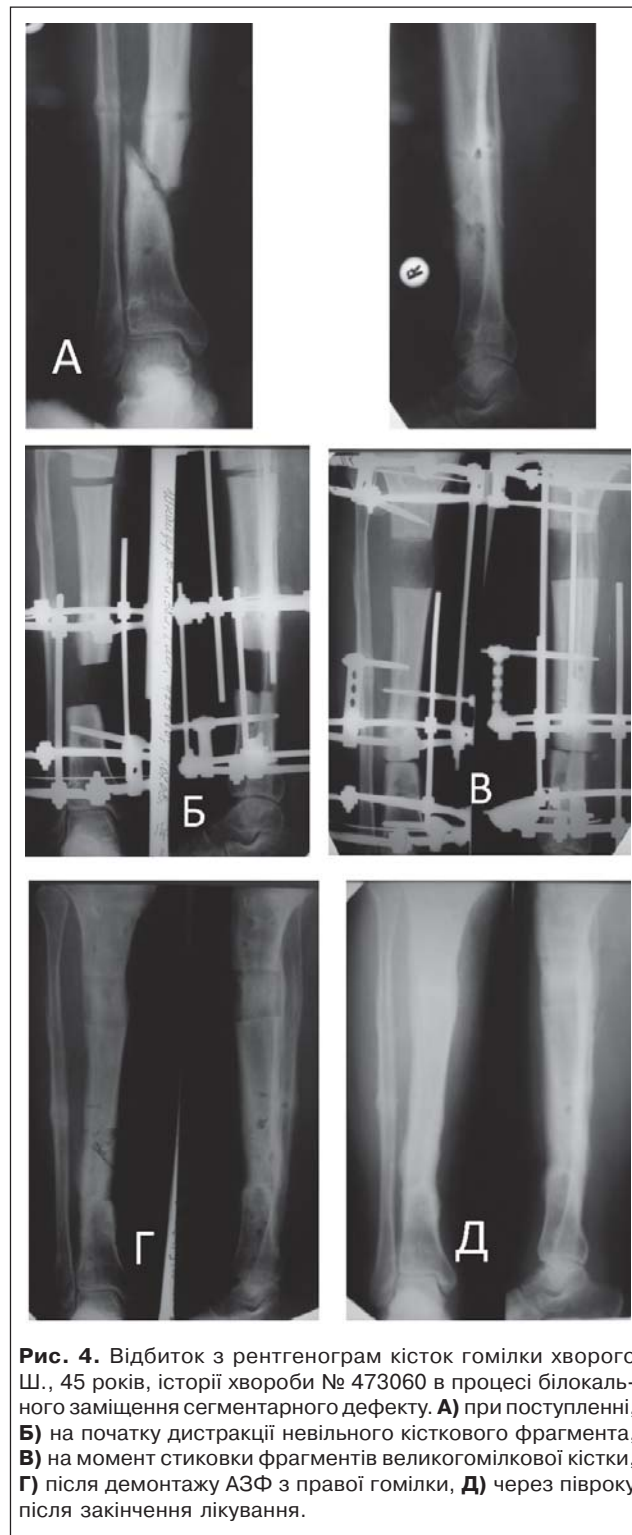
Відбиток з рентгенограм кісток гомілки хворого Ш., 45 років, історії хвороби № 473060 в процесі білокального заміщення сегментарного дефекту. А) при поступленні, Б) на початку дистракції невідлого кісткового фрагмента, В) на момент стиковки фрагментів великогомілкової кістки, Г) після демонтажу АЗФ з правої гомілки, Д) через півроку після закінчення лікування.
